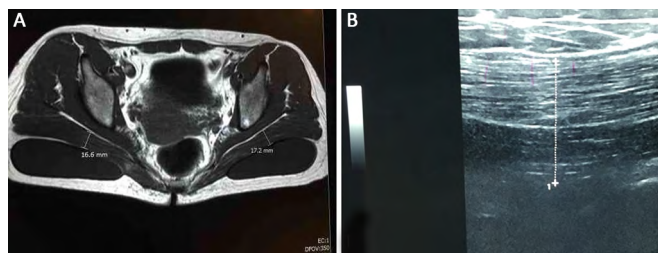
Ressonância de controle pré-operatório.
